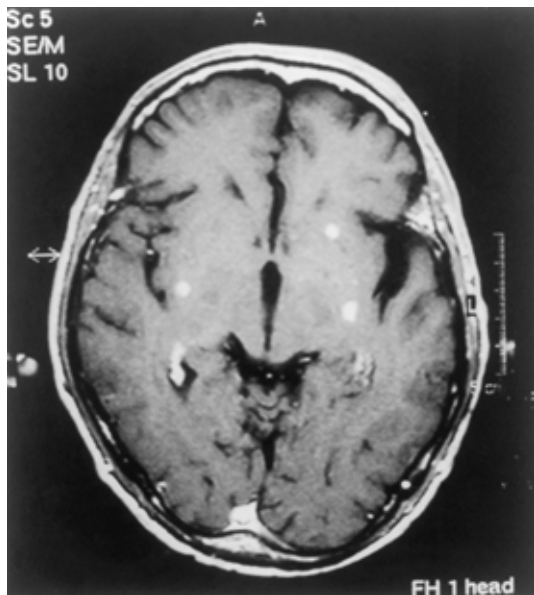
Gd-DTPA enhanced T1-weighted MR imaging of the brain showed several nodules with high intensity in the bilateral cerebral hemisphere, cerebellum and brainstem.
